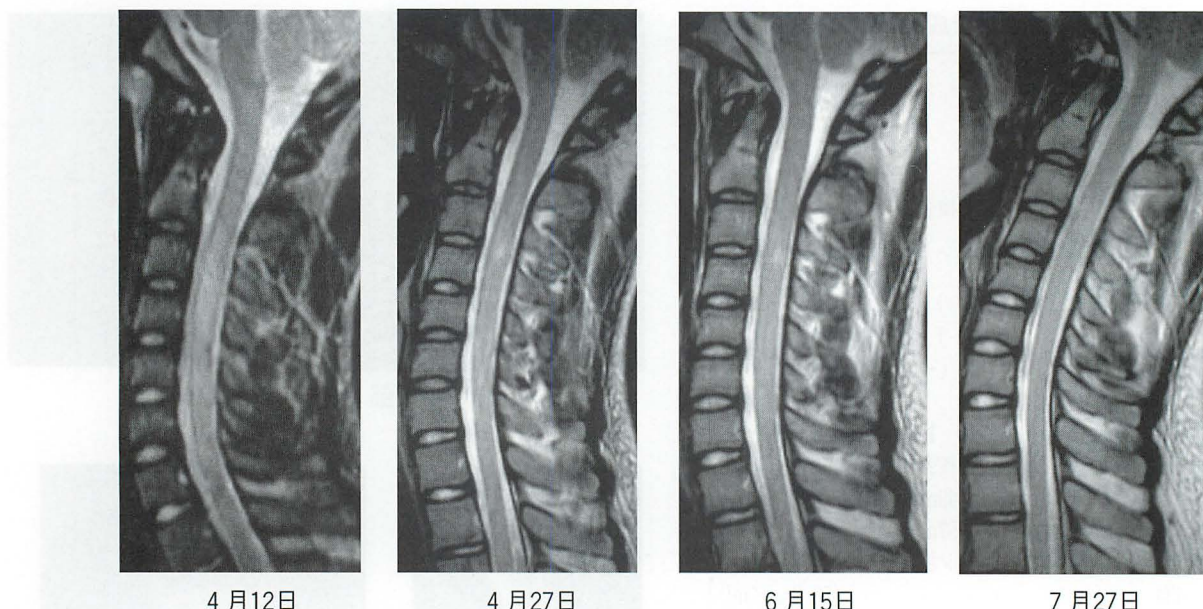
a 本例の頸髄 MRI 像の経過 (矢状断像)
